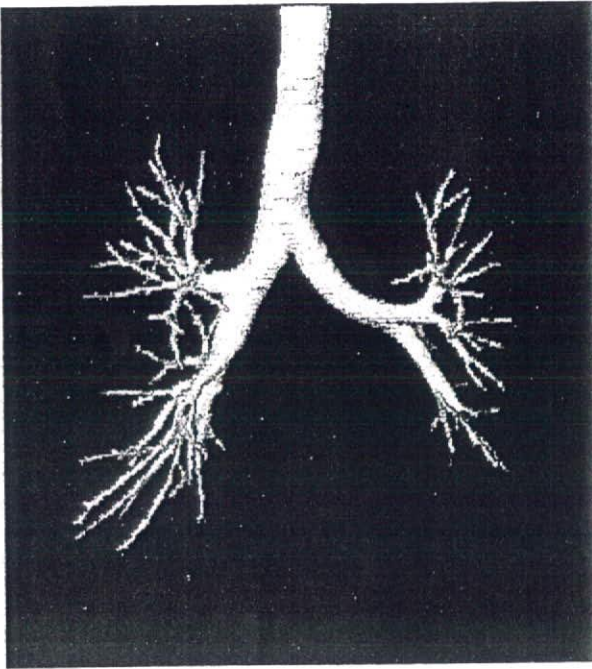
3D image of bronchus reconstructed from multi-slice CT images.
